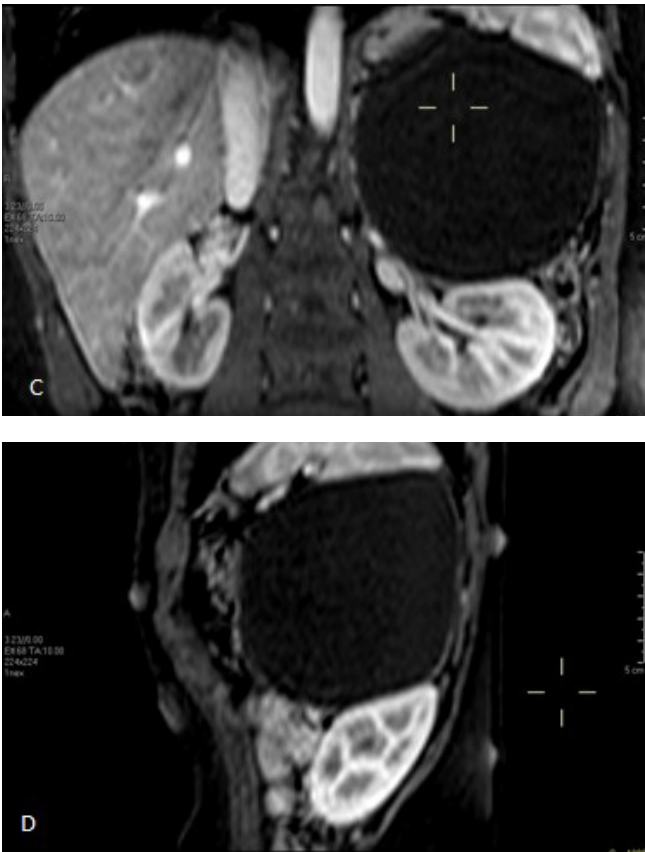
Estudio de resonancia magnética en diferentes cortes, axial T2 (A), axial con contraste en fase arterial (B), coronal con contraste en fase arterial (C) y sagital con contraste en fase arterial (D).
